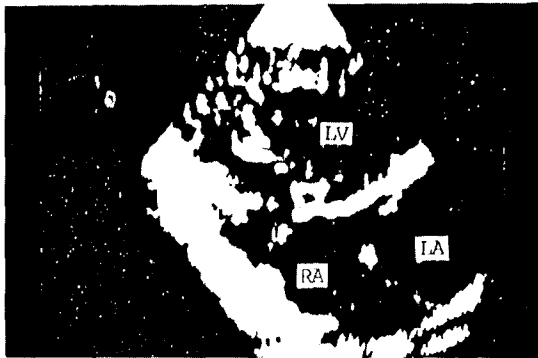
A apical four-chamber view in case III. there is no echo in lower atrial septum, suggesting primum atrial septal defect. LA: left atrium LV: left ventricle, RA: right atrium.
